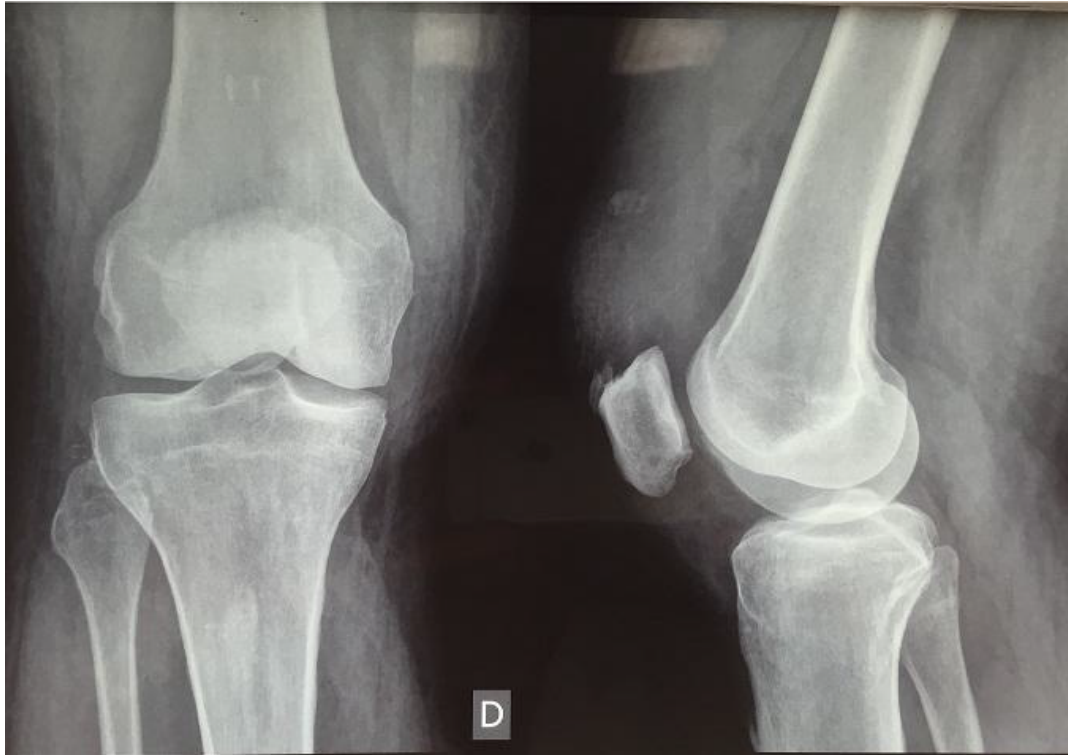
Radiographies standards du genou droit (face+profil)
